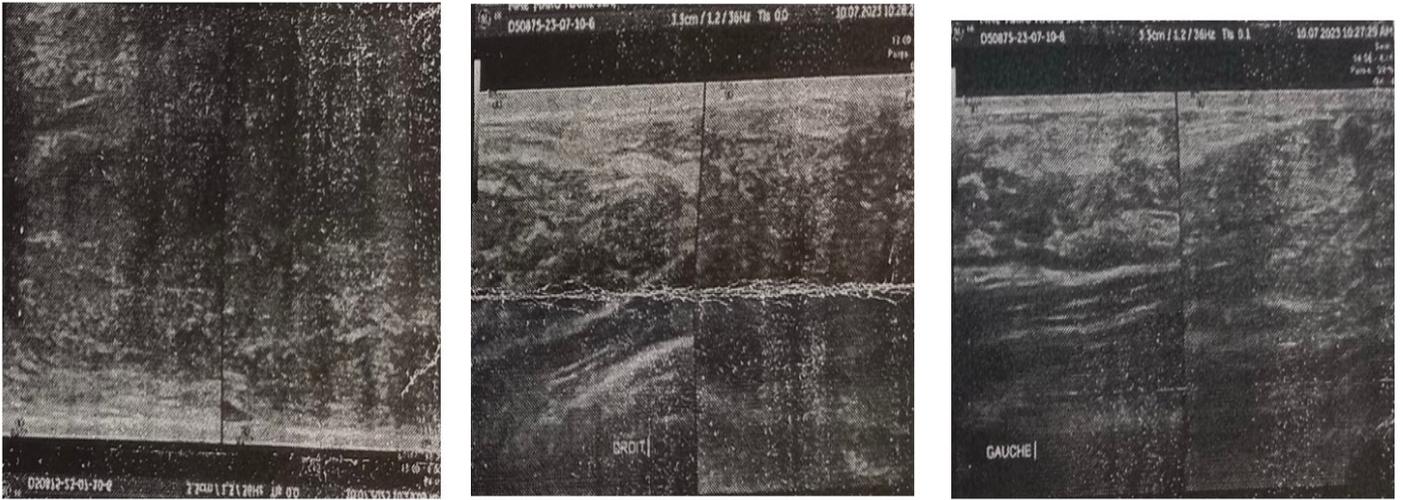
Ultrasound Appearance of Breast Hamartoma
